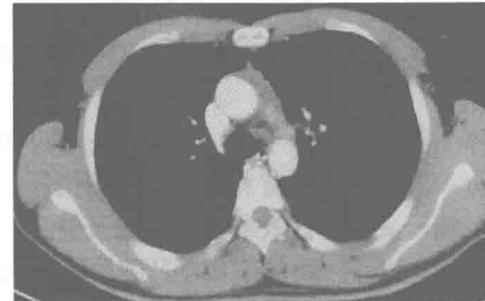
2014-7-17 胸部 CT 平扫+增强
